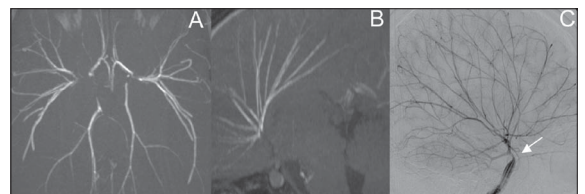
MRI angiography TOF (A – axial and B – sagittal MIP reconstructions) and digital subtraction angiography (C – lateral view of internal carotid artery) showed diffuse straightening of cerebral arteries in a “twig-like” pattern, without moyamoya vessels. Stenosis of distal internal carotid arteries was also seen (C – arrow).
